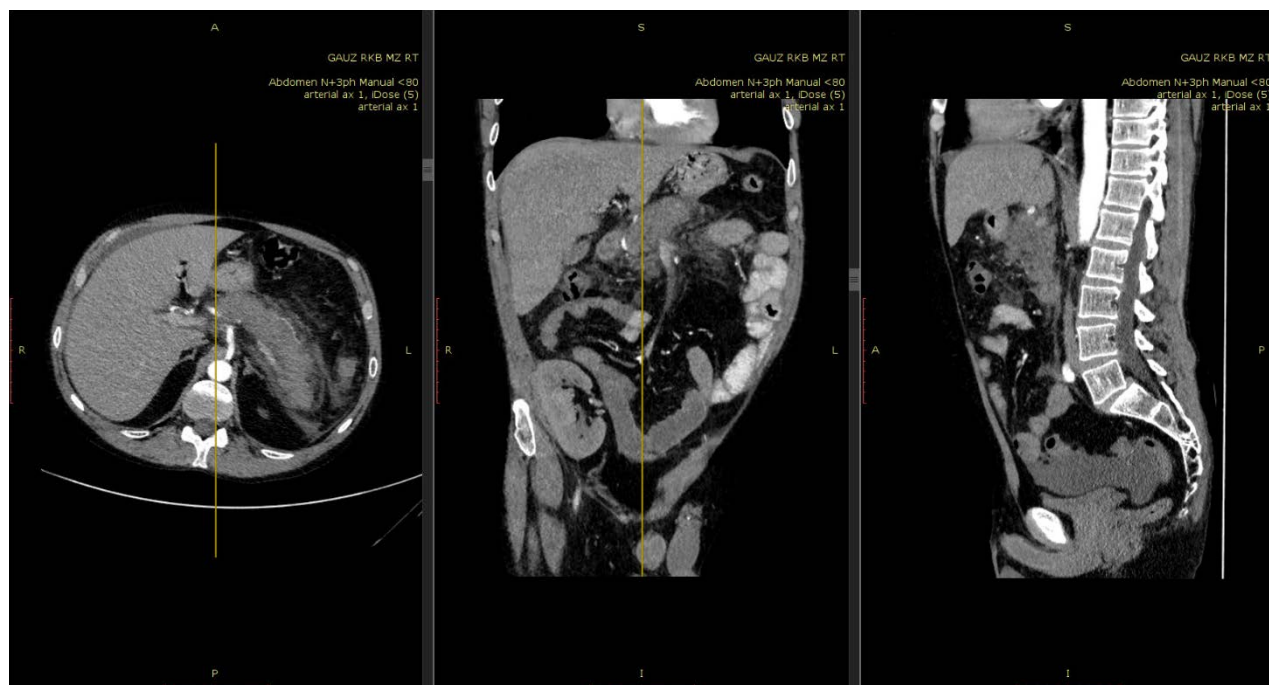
КТ органов брюшной полости: признаки панкреатита (6 баллов по Balthazar)
